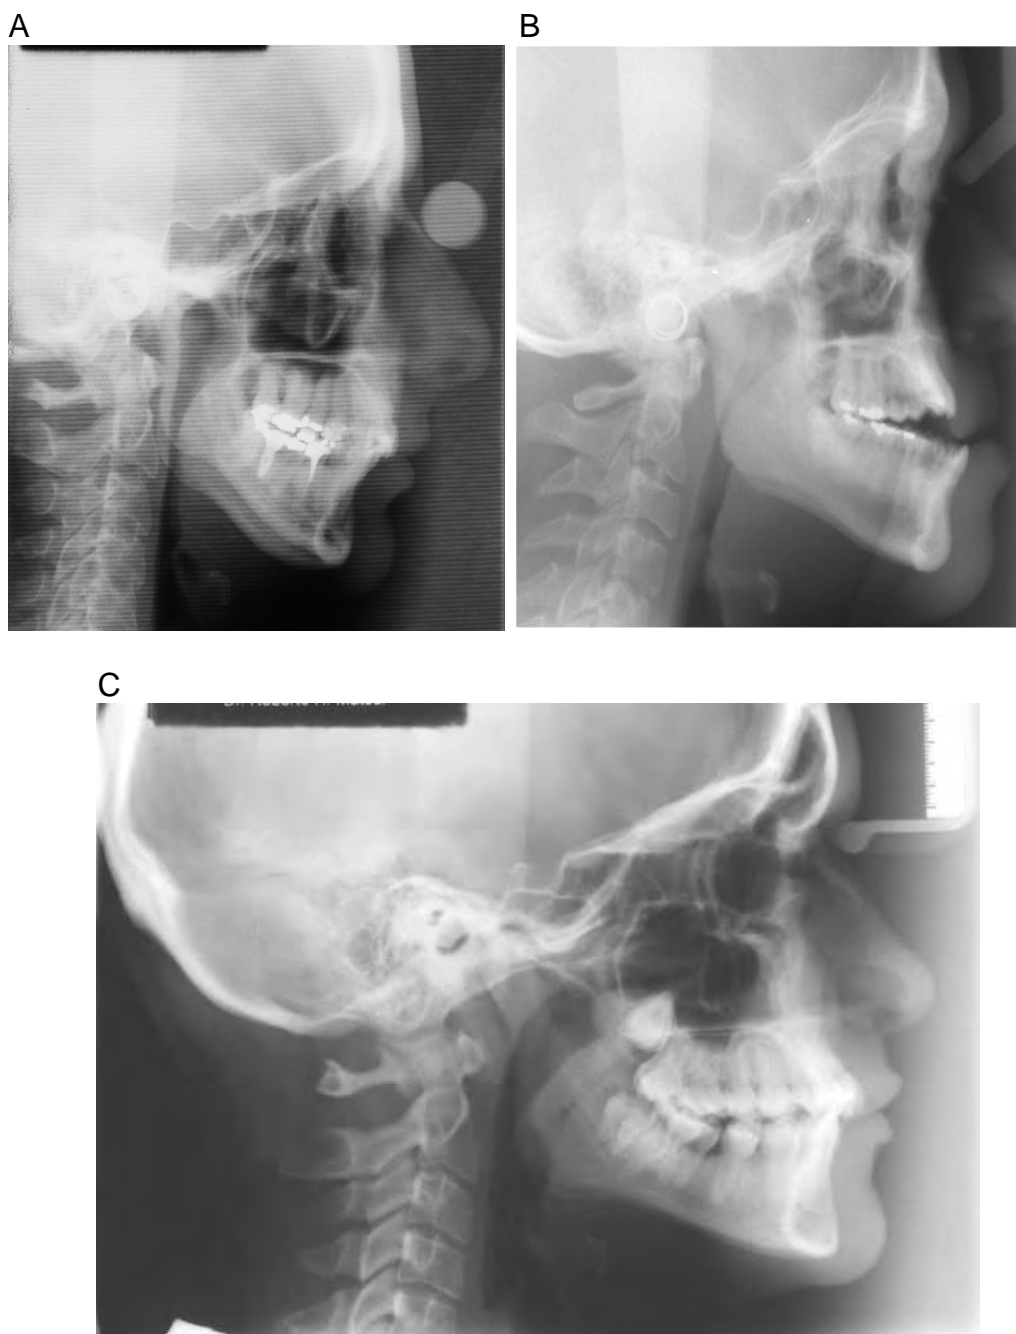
Exemplos de radiografias pertencentes aos 3 grupos estudados nas quais pode-se comparar alterações relacionadas às dimensões das VAS. A) radiografia de indivíduo portador de SAHOS; B) radiografia de indivíduo portador de SD; C) radiografia de indivíduo do grupo controle.
